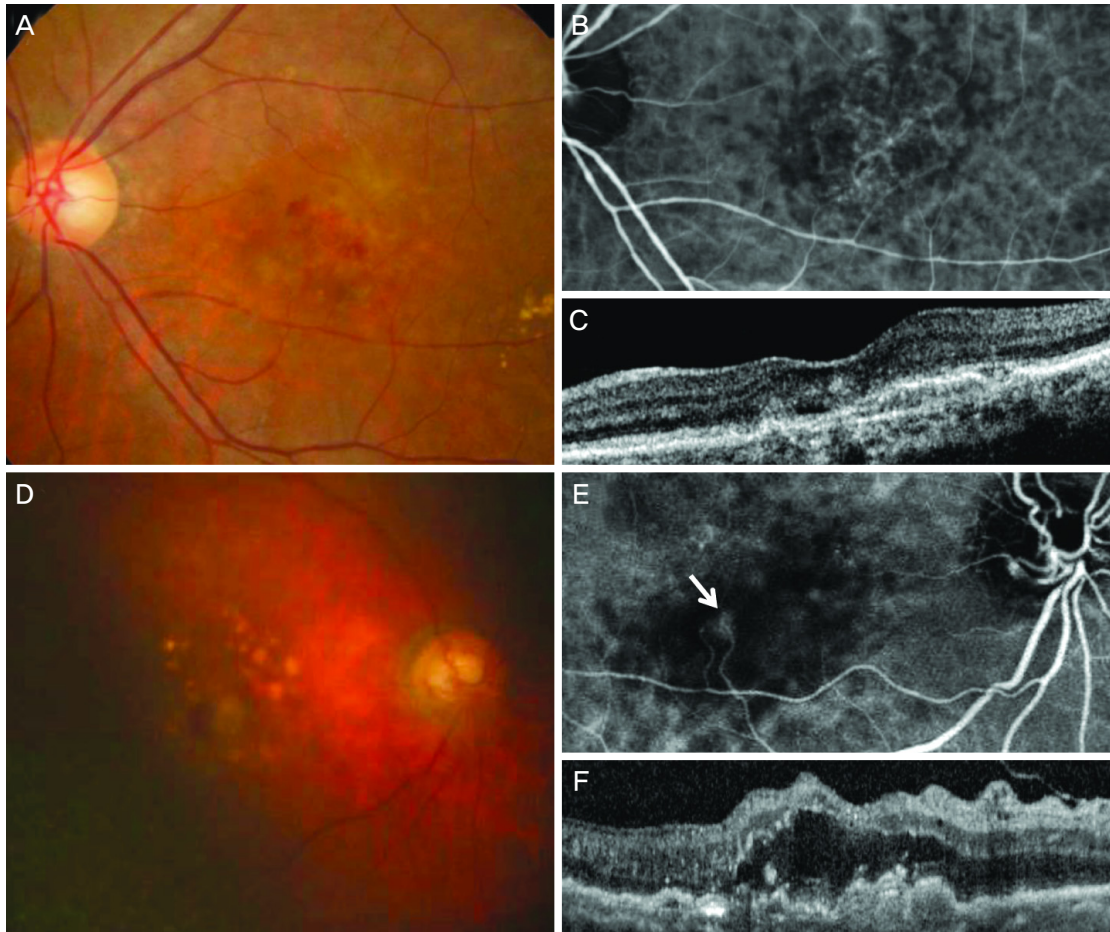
Representative cases of neovascular age-related macular degeneration (AMD) in patients aged 90 years or older. (A-C) Typical neovascular AMD in a 91-year-old patient. (D-F) Retinal angiomatous proliferation in a 95-year-old patient (an arrow in panel E indicates retinal angiomatous proliferation lesion). (A, D) Fundus photography. (B, E) Iindocyanine-green angiography. (C, F) Optical coherence tomography.
